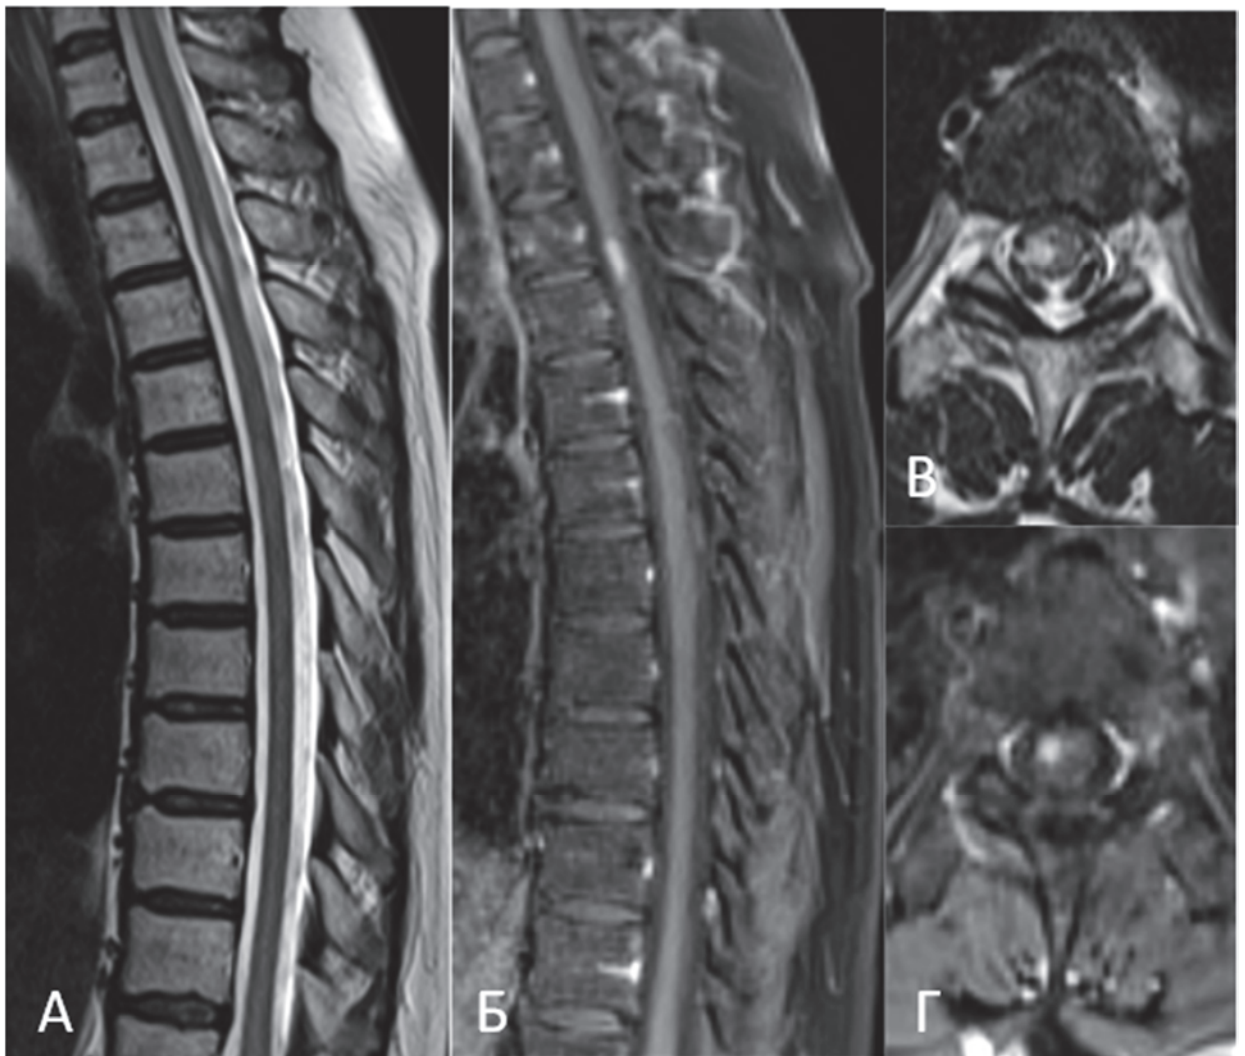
Пациентка Д-ва Л. А., МРТ грудного отдела позвоночника в режимах T2 и T1 с контрастным усилением в сагиттальной (А, Б) и аксиальной (В, Г) проекциях
